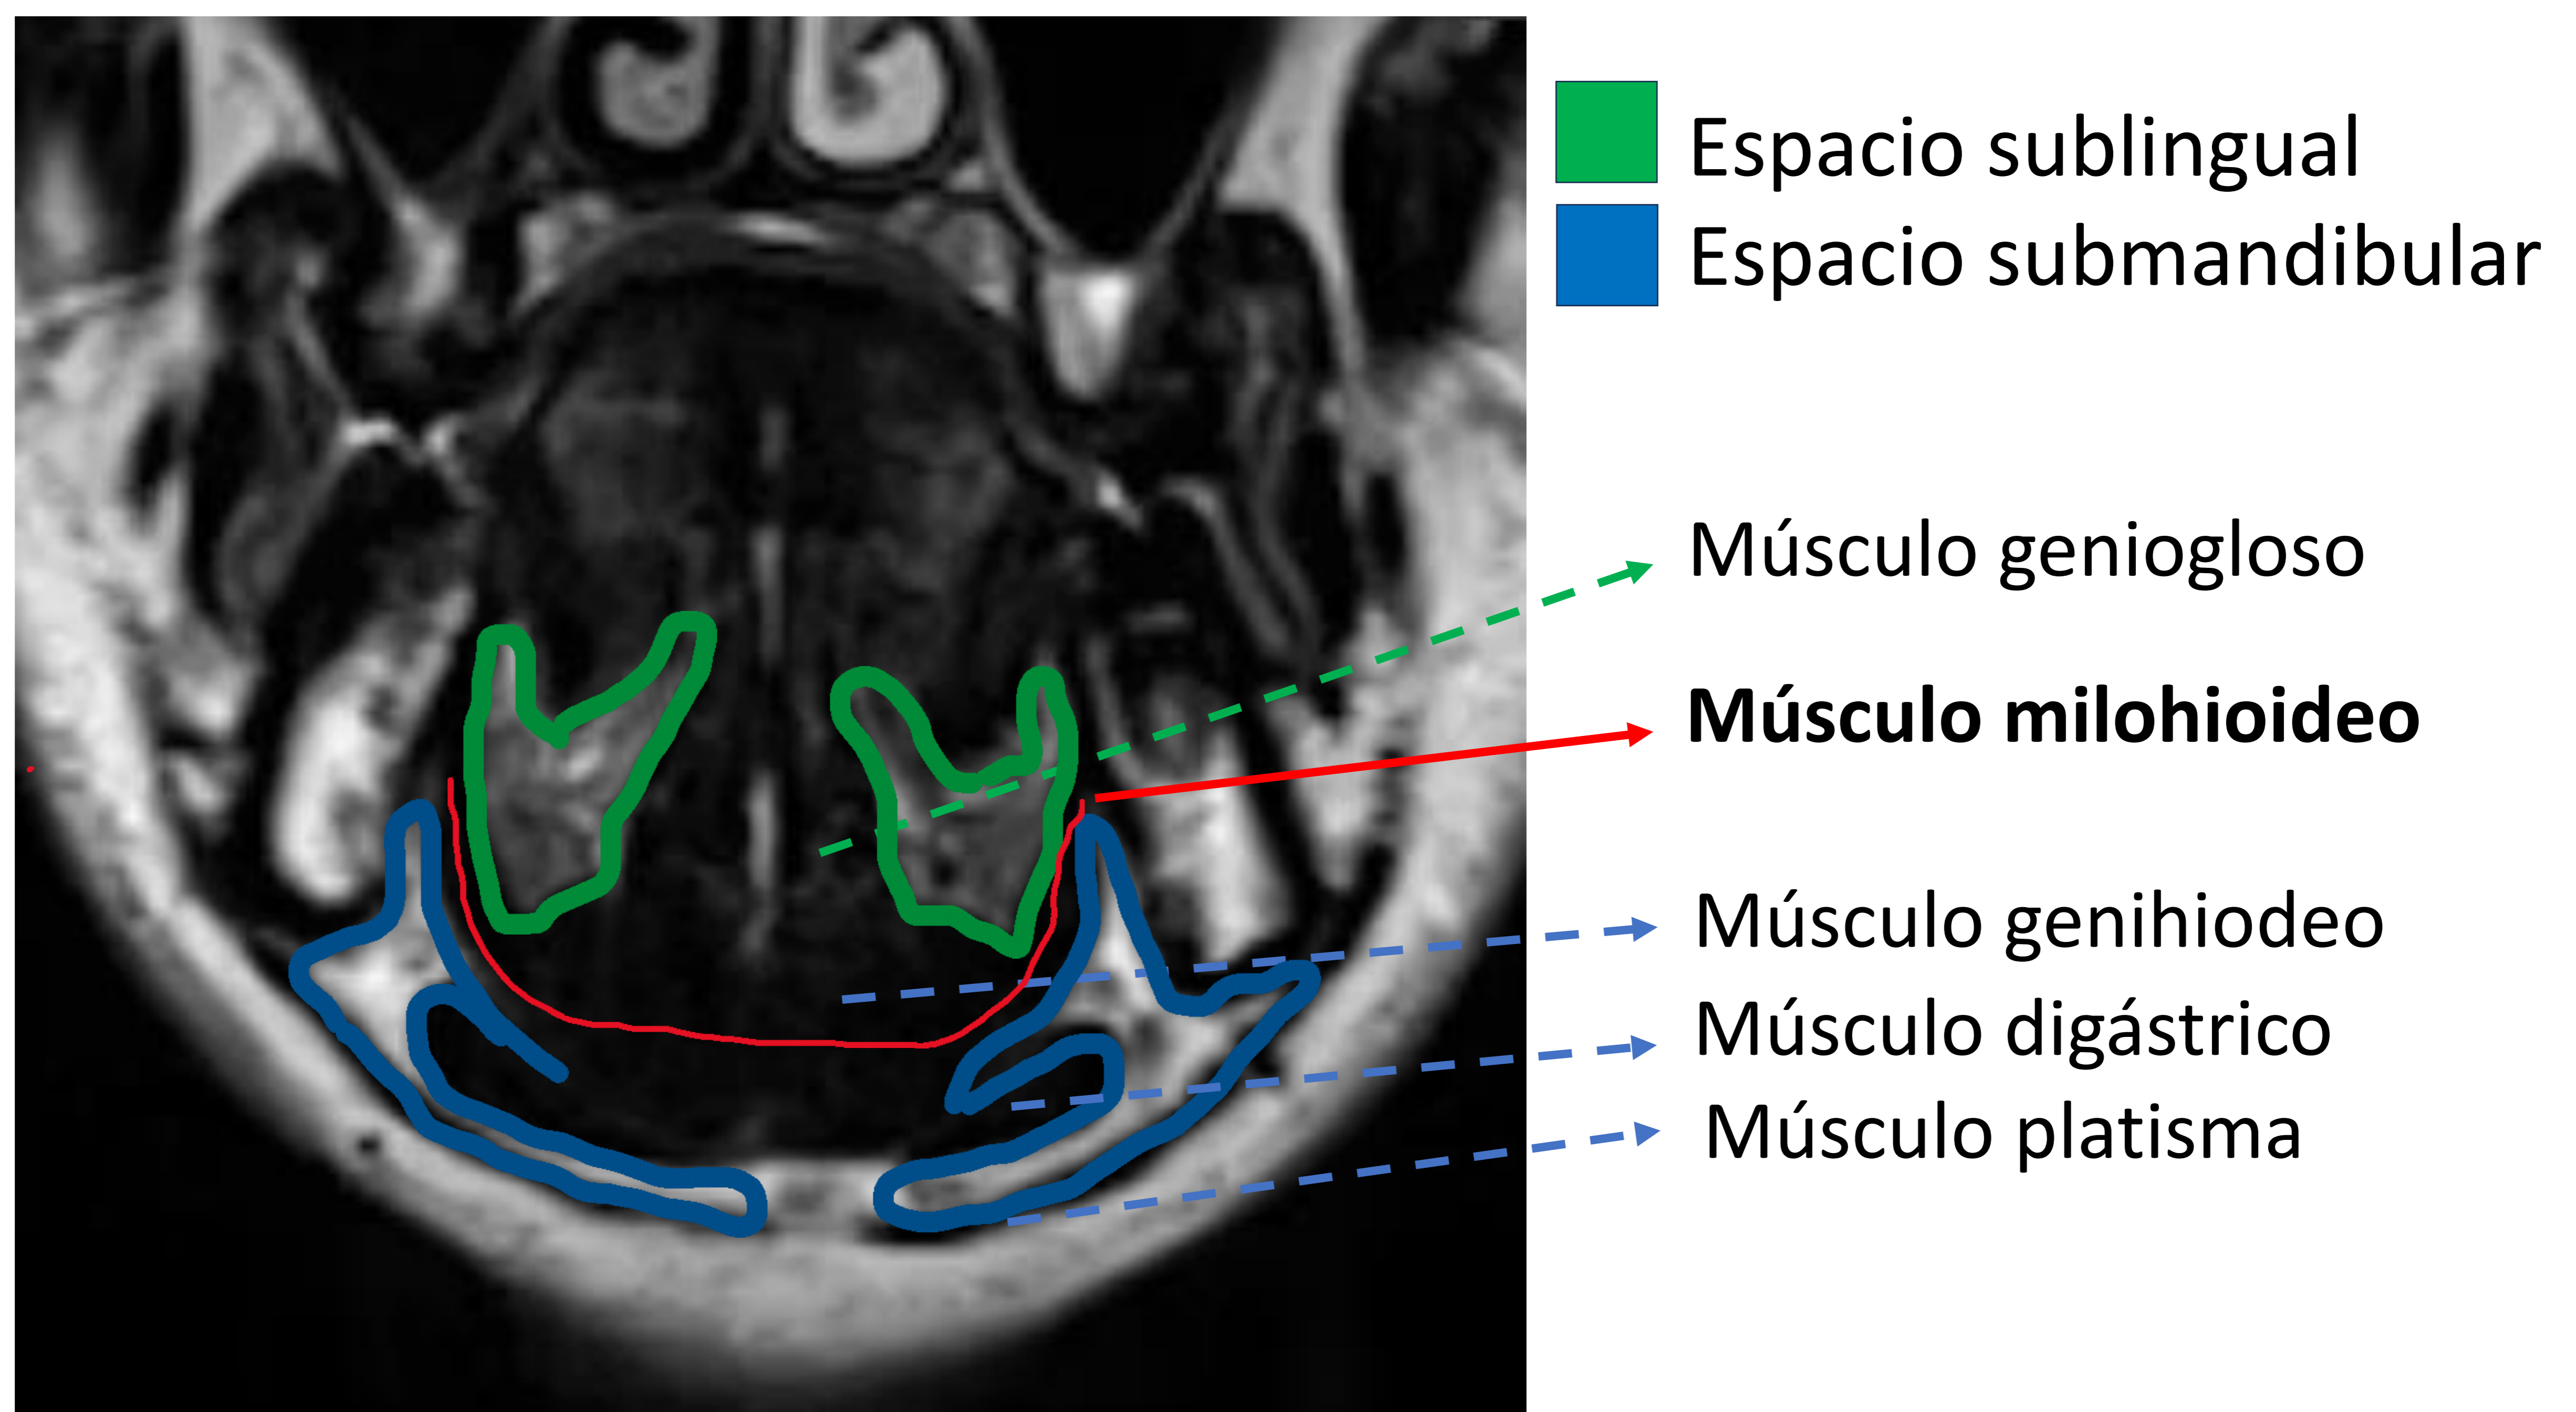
Anatomía del suelo de la boca. Corte coronal de resonancia magnética (RM) de cuello en secuencia T2 que muestra la anatomía de los espacios submandibular (azul) y sublingual (verde), separados por el músculo milohioideo (rojo), y sus relaciones.
